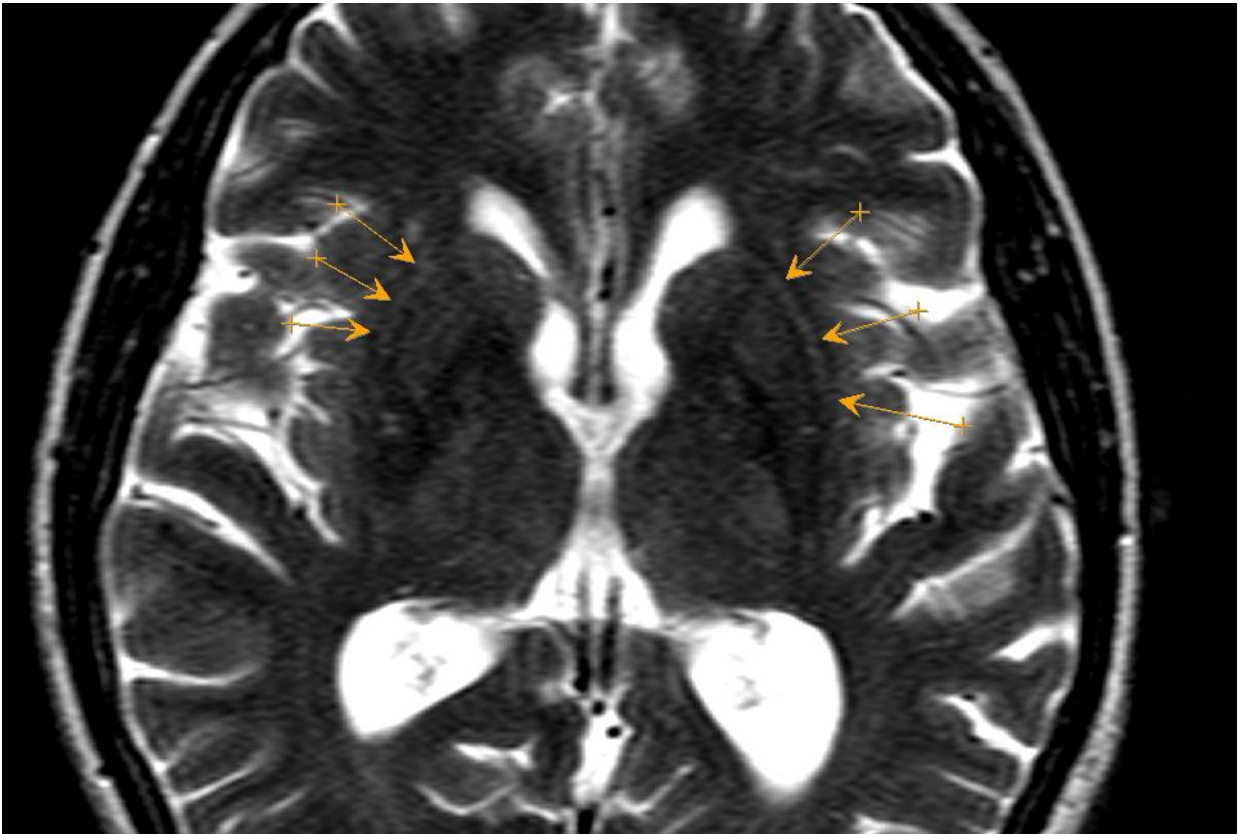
Пациент Е-ко Е.В.(и/б №102112-2016). МРТ изменения при мультисистемной атрофии. Практически симметричное повышение МРС по наружному краю скорлупы в T2 режиме.
